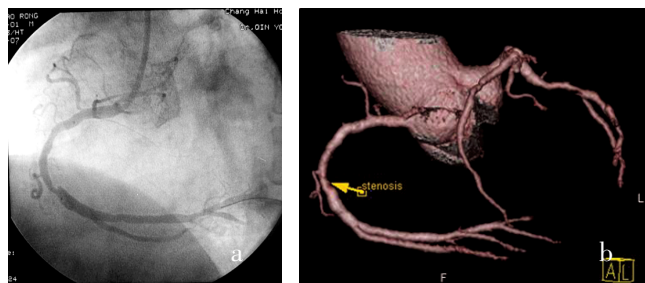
a SCA 示右冠近中段弥漫性狭窄, b 为同一患者 CTA 检查,显示其狭窄处斑块密度低,无明显钙化影,为软斑块
